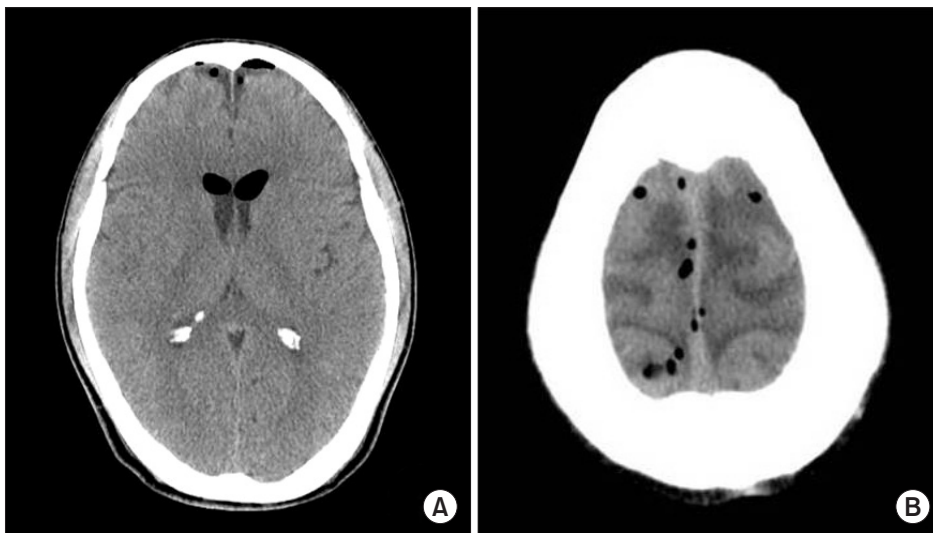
(A) Computed tomography scan of the brain shows a large amount of intracranial air formation (approximated 5 ml) in the frontal convex area and anterior horns of bilateral lateral ventricle. (B) Computed tomography scan of the brain shows a small amount of air formation (approximated 2 ml) in the multifocal subarachnoid space.
